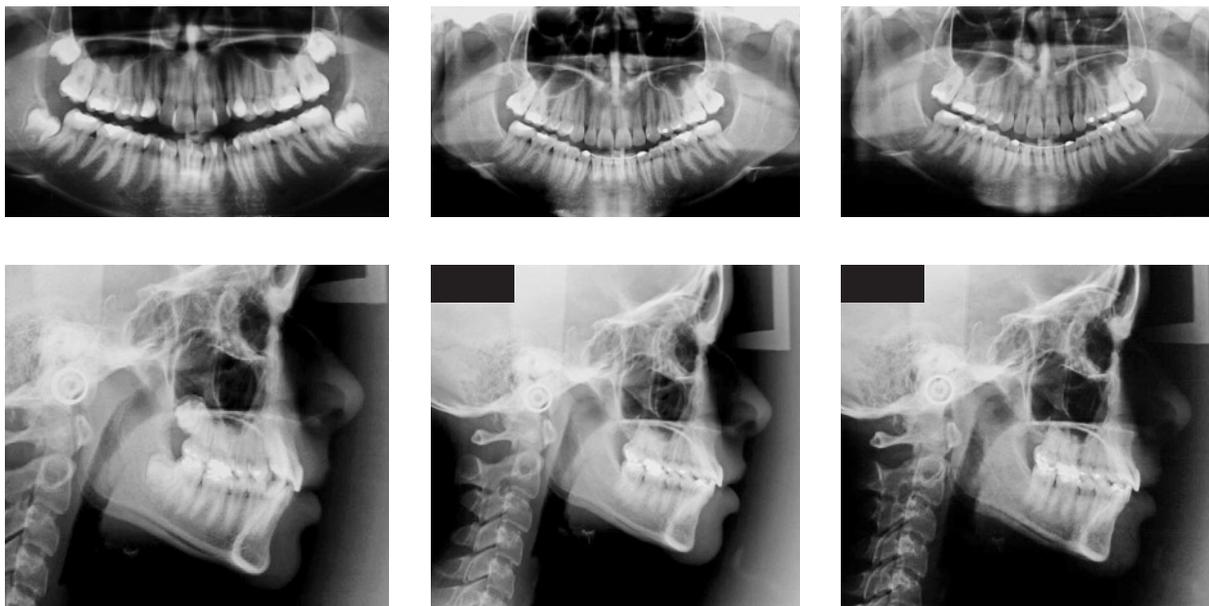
Radiografias panorâmicas e laterais: inicial, final e 1 ano após tratamento.
